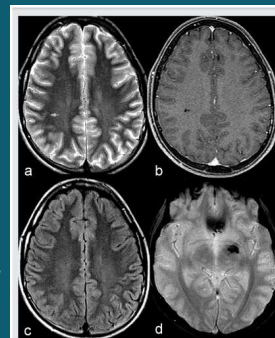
Sequenza T2 T1 addizionale in sequenza T2 T1 addizionale con contrasto gadolinio in T1, sequenza FLAIR addizionale in sequenza GRE T2 addizionale. In a, b, c, evidenza di DAI distribuito nelle aree di materia bianca. In d, paziente con progressiva lesione corpus callosum e sede peduncoli superiori.
